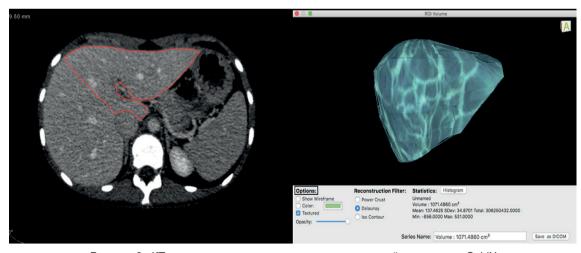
КТ- волюметрия печени в полуавтоматической программе OsiriX
